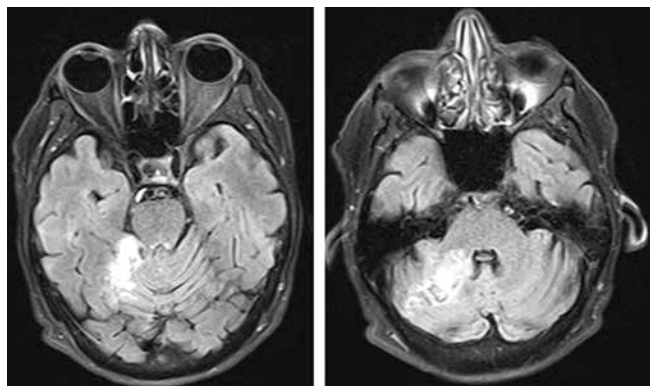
Магнитно-резонансная томограмма головного мозга на 12-е сутки после операции (аксиальная проекция). Постишемические кистозно-глиозные изменения преимущественно корковых отделов правой полушария мозжечка в бассейне кровоснабжения правой верхней мозжечковой артерии
